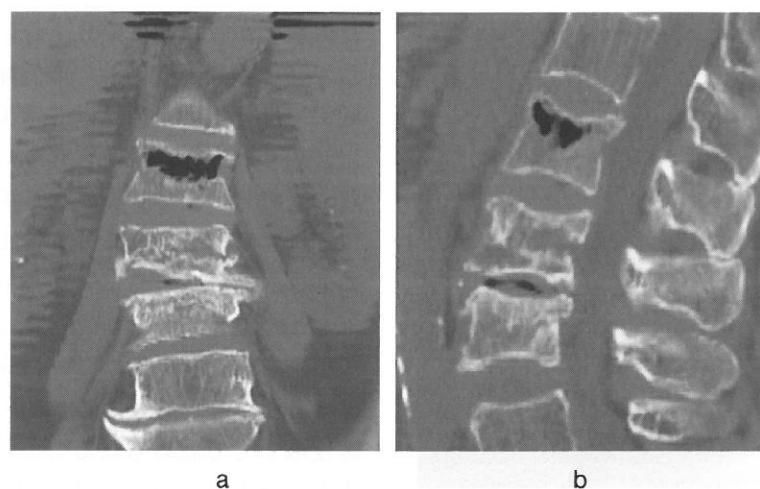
単純CT冠状断像(a), 矢状断像(b)：椎体骨折部のより詳細な形態が把握できる。
